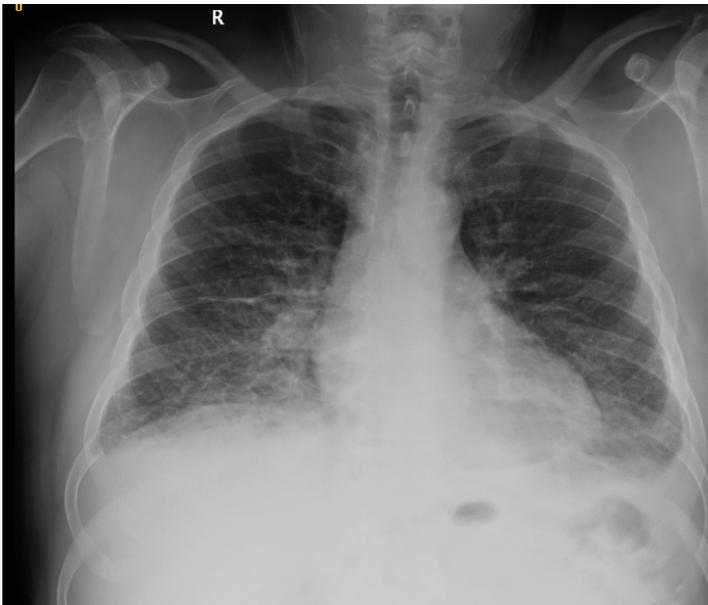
Radiografía tórax al ingreso.
